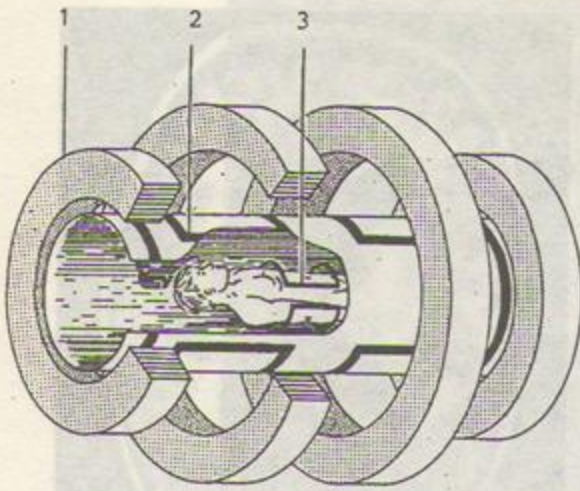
Componente proprii instalației IRM. 1 – magnetul inelar; 2 – bobina gradientului; 3 – bobina de RF.
